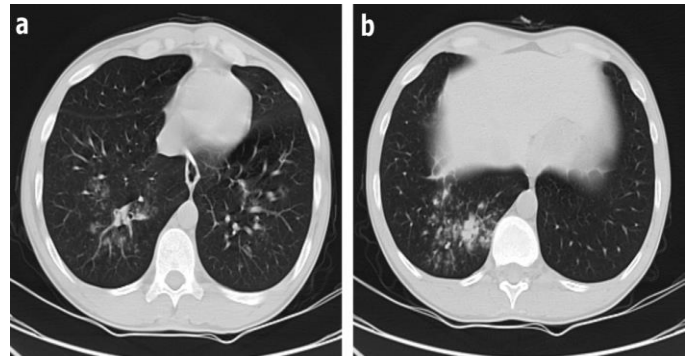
30-year-old man with pneumonia. Axial unenhanced chest CT images (a and b) at different levels show peribroncovascular, tree-in-bud sign in right lower lobe. The patient was grouped as negative (CT score 0) based on CT findings. However, RT-PCR result was positive.
